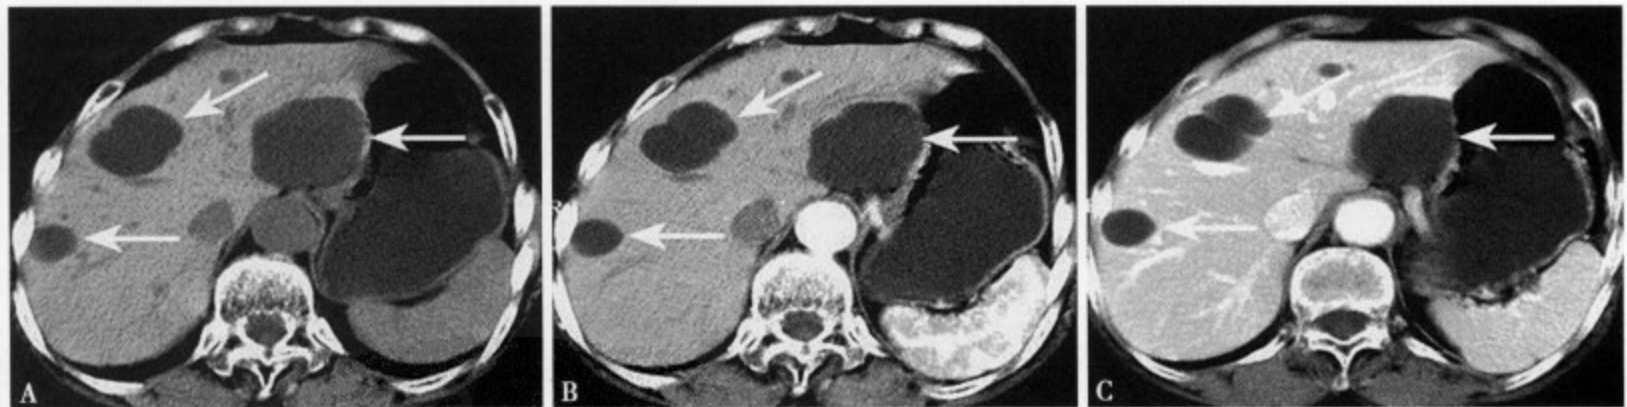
多发性肝囊肿：CT 平扫 (A) 肝内见多个大小不等的囊肿，边缘光整、清楚，CT 值 5Hu；增强 CT 动脉期 (B) 病灶内未见强化；静脉期 (C) 病灶内仍无强化，但可见囊壁及房强化
